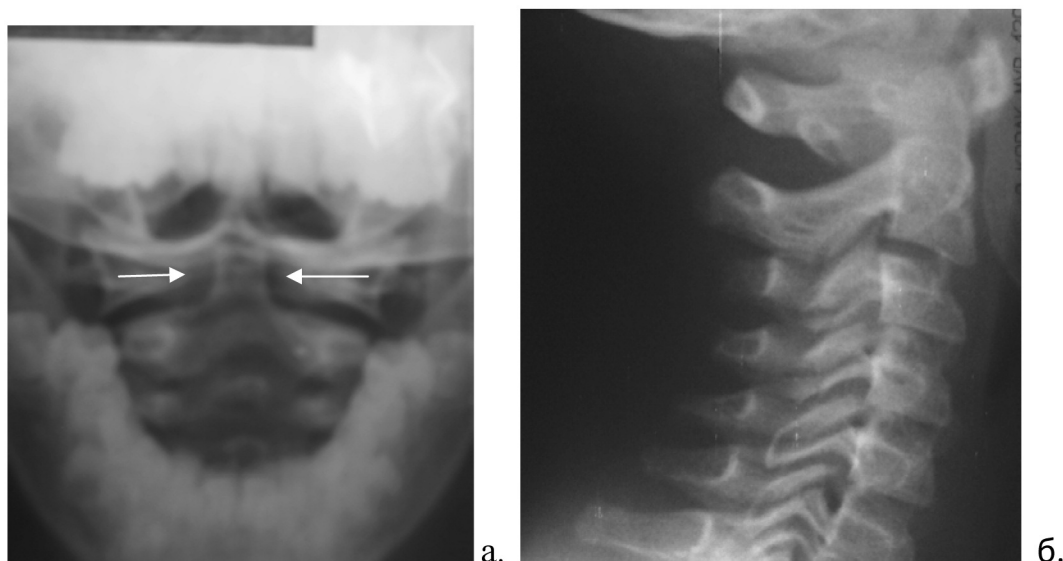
Рентгенограмма 5-летнего ребенка в прямой проекции через открытый рот (а) и боковой проекции (б) для визуализации атлanto-аксиального сочленения (зубовидный отросток занимает центральное положение (стрелки)).
